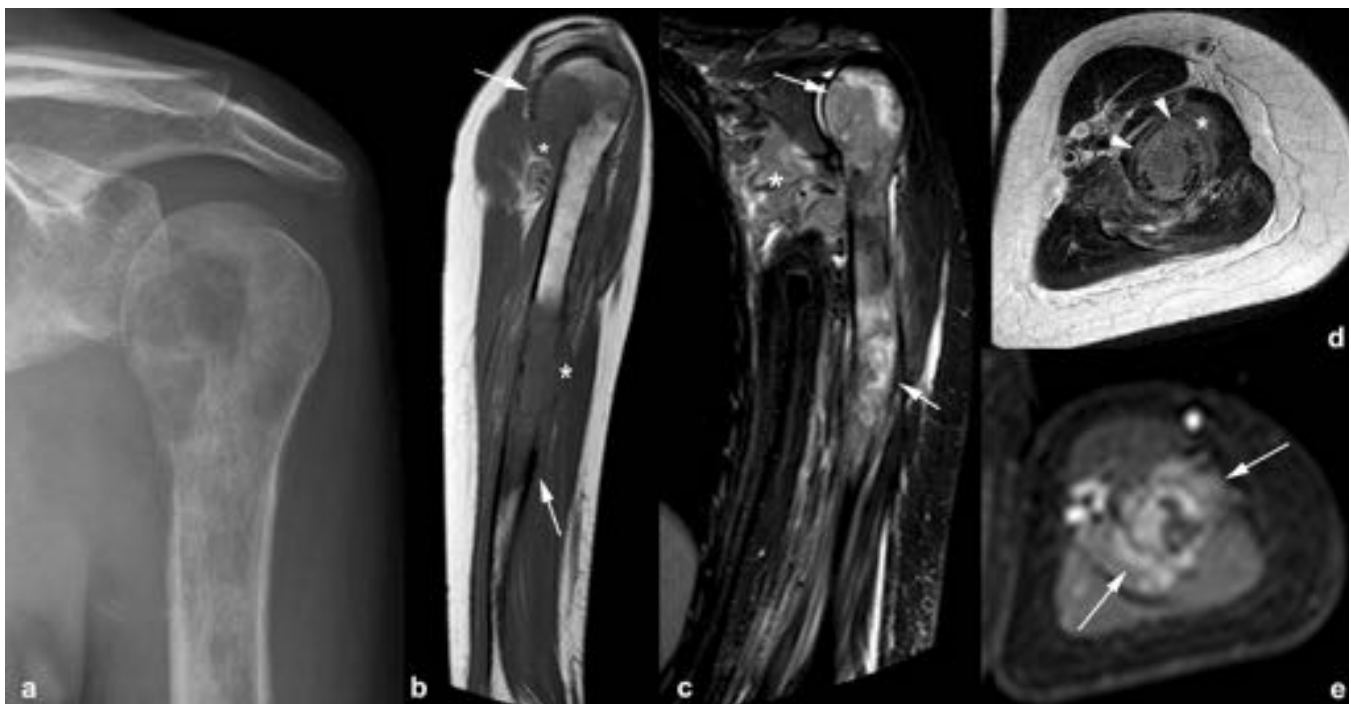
Linfoma no Hodgkin. (a) Extensa lesión permeativa en la epífisis, metáfisis y diáfisis del húmero. (b-e) La RM muestra la extensa afectación medular del húmero (flechas), la infiltración cortical de la diáfisis (puntas de flechas) y la extensión a los tejidos blandos adyacentes (asteriscos). El tumor es homogéneo e intermedio en secuencias TSE-T1 y heterogéneo en las secuencias TSE-T2 y STIR . (e) El realce con contraste intravenoso es intenso y heterogéneo (flechas).
